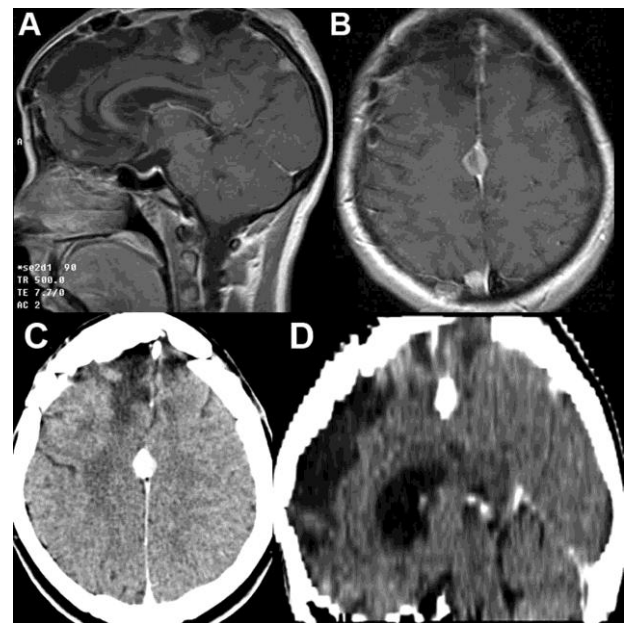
A y B, IRM después de haber reseccado un total de 16 lesiones (octubre del 2010), donde sólo se revela la presencia de dos pequeñas lesiones. C y D: TC de cráneo contrastada al año de realizar tratamiento con Nimotuzumab (noviembre del 2010), donde se aprecia que no ha existido crecimiento en el año de tratamiento.
